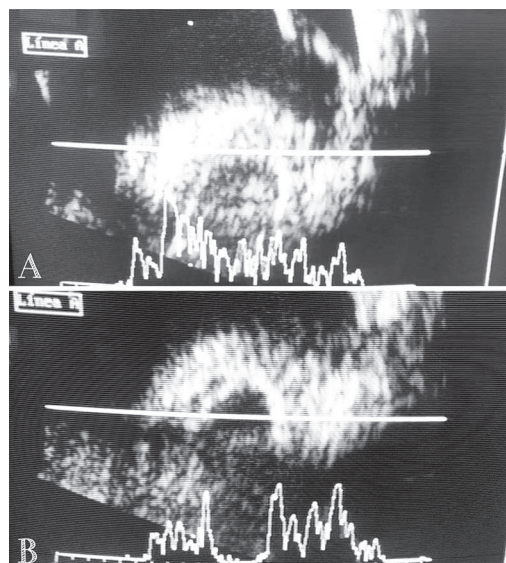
Ecografía modo A y B donde se aprecia la lesión tumoral intraocular exofítica de 6,44 mm de altura y base poco precisa (A) con baja reflectividad interna (vacío acústico) y ángulo kappa (B), así como asociación a desprendimientos serosos (C).
